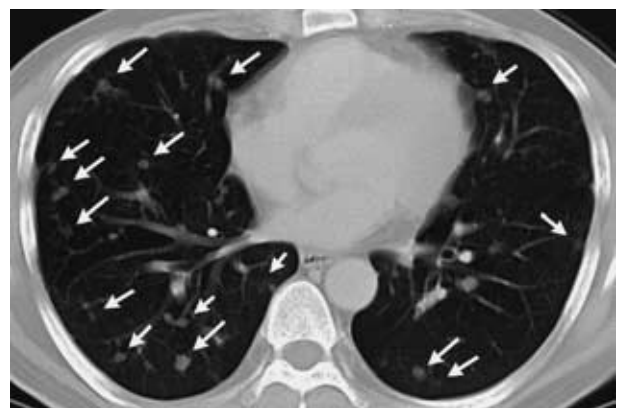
Chest CT scan, six years after the first medical examination. The multiple small nodules had grown slightly (arrows)
